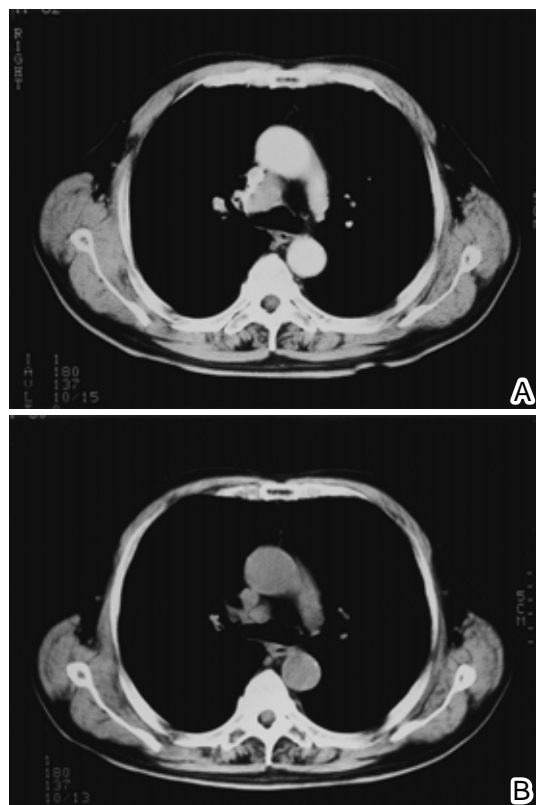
(A) Chest CT scan on admission showing swollen mediastinal lymph nodes. A swollen pretracheal (#3) lymph node can be seen. (B) Chest CT scan taken on June 2002 after chemotherapy and radiotherapy, showing a decrease in the size of the pretracheal lymph node.
